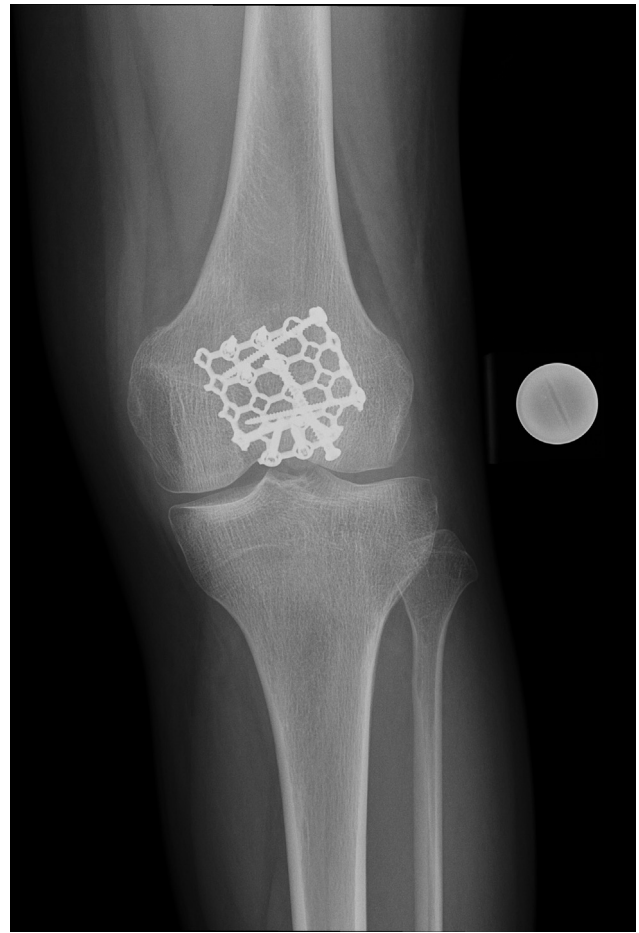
Radiografía anteroposterior de rodilla que ejemplifica el posicionamiento de la placa, moldeada en relación a la patela con la fractura conminuta reducida.
